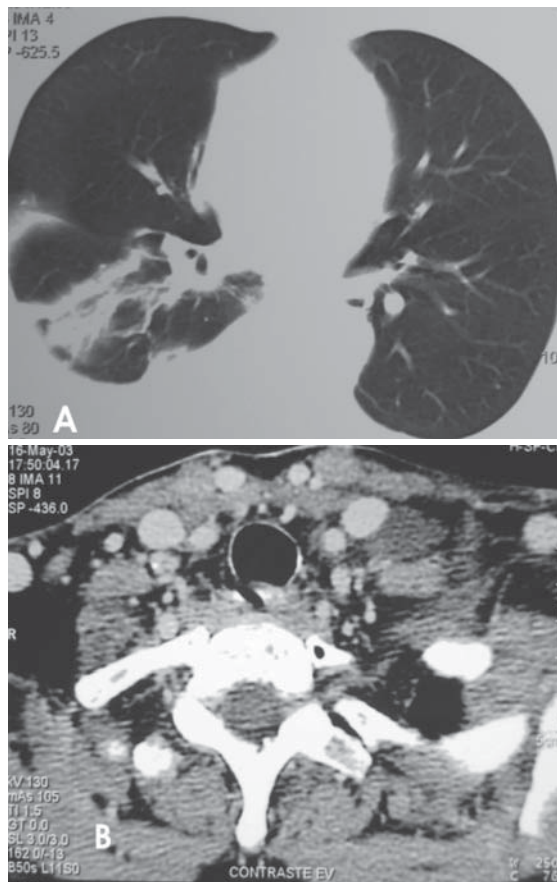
A) TC de tórax mostrando derrame pleural livre bilateral, maior à direita e atelectasia por compressão dos lobos inferior, maior à direita; B) TC de pescoço mostrando imagem hipodensa, aspecto cístico, posterior aos vasos cervicais à esquerda
